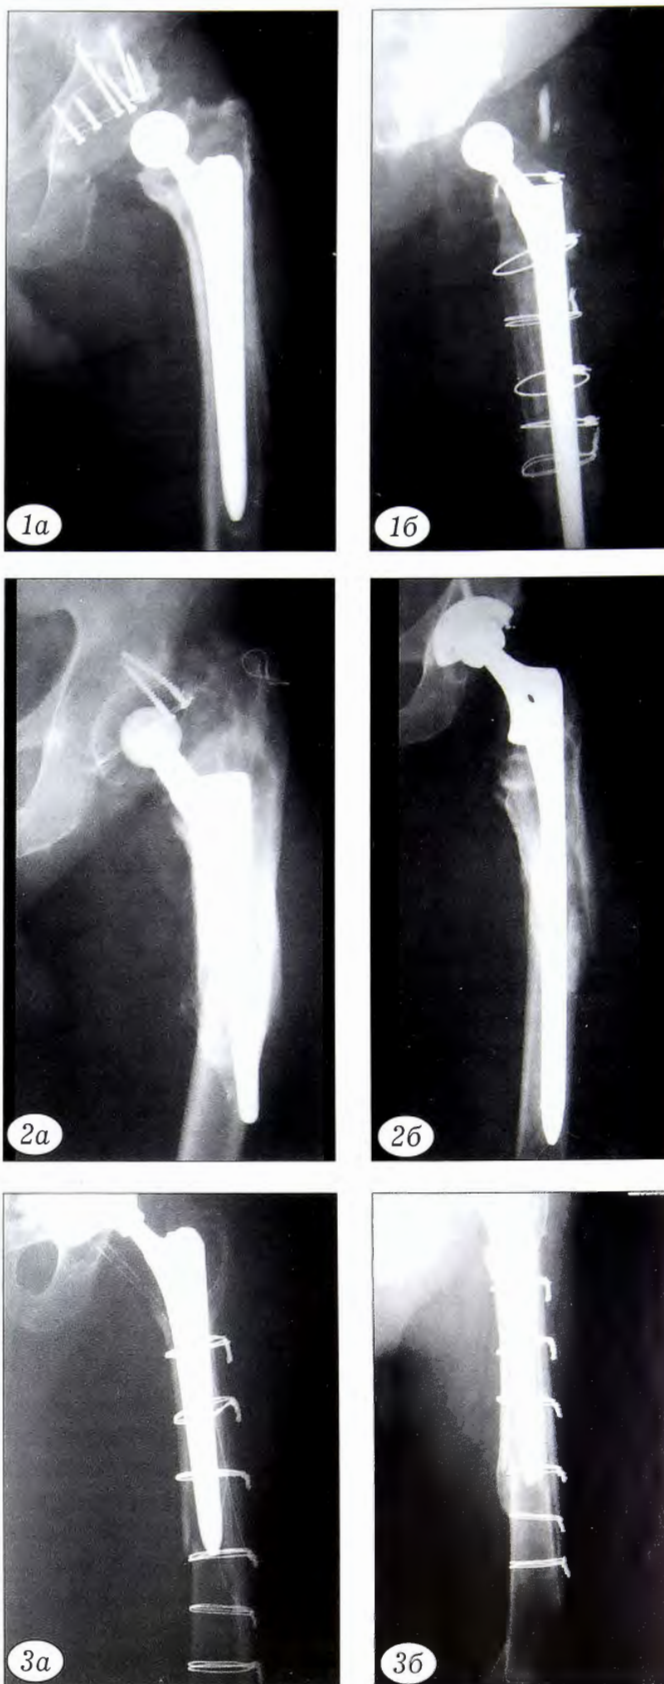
Рентгенограммы пациентов, у которых произошла дистальная миграция бедренного компонента в результате присоединения хронической вялотекущей инфекции (а) и избыточной нагрузки на имплантат (б).
